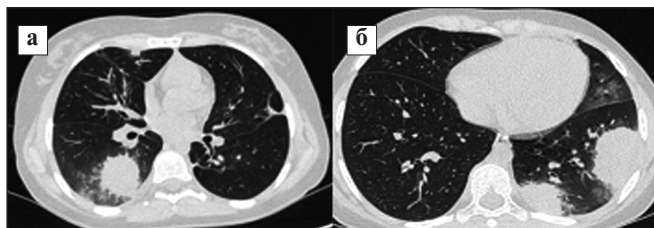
КТ ОГК пациентки П. через 2 мес после начала заболевания (а, б). Определяются множественные очаги уплотнения с неровными контурами, окруженные измененной легочной тканью типа «матового стекла» в нижних долях с обеих сторон
